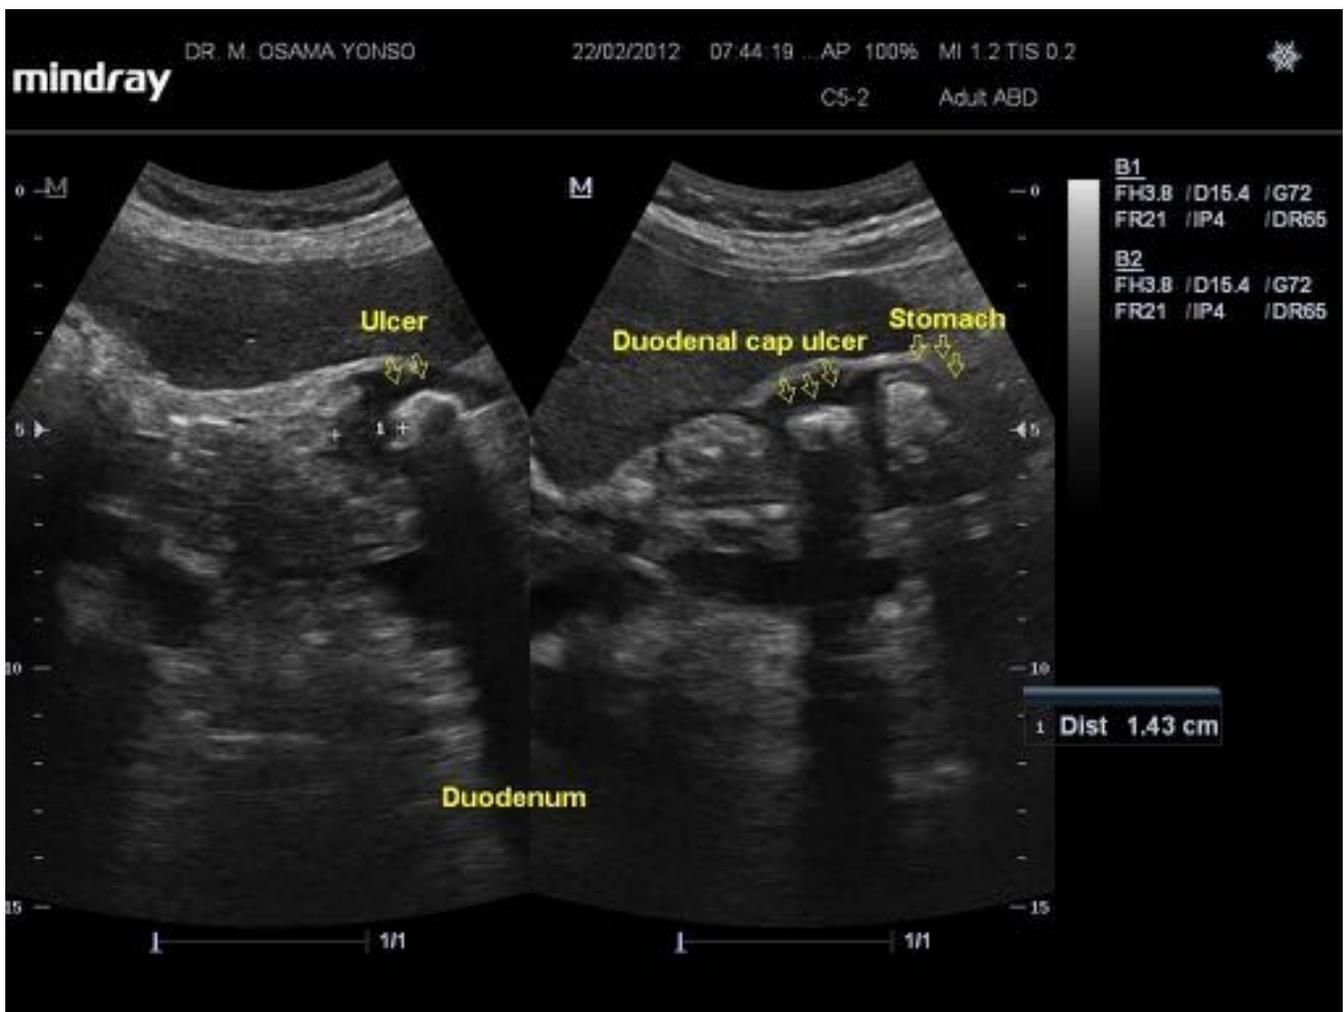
Ulcera duodenal en ecografía.
